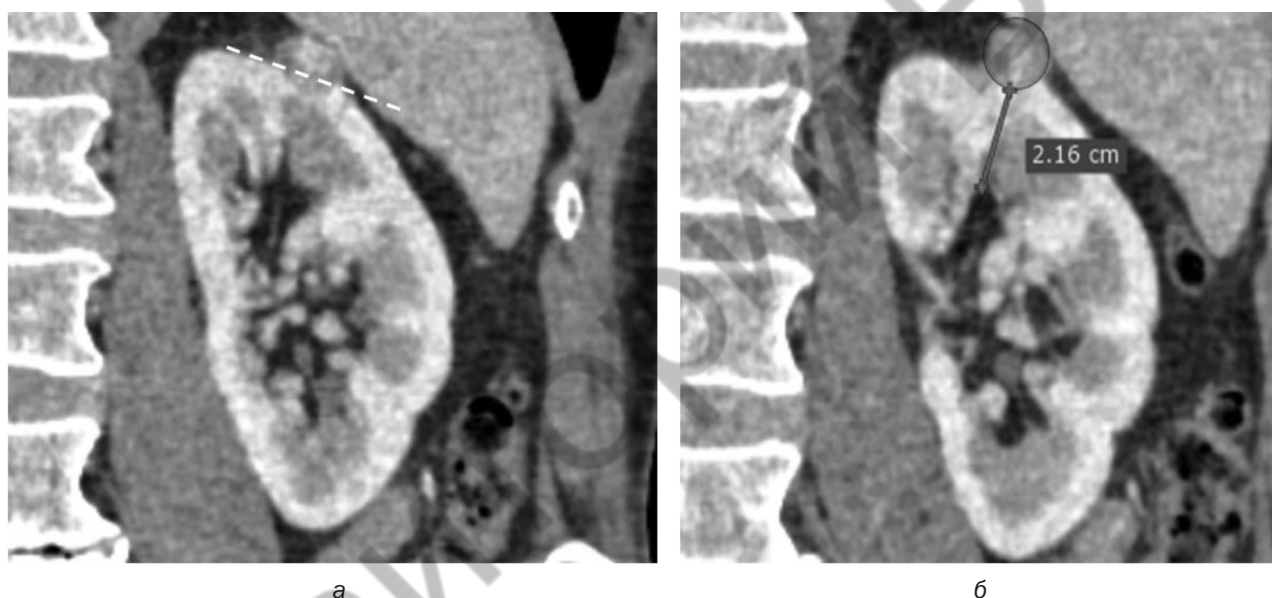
Пациент К., 61 год, история болезни № 17560-715. МСКТ, левой почки. Опухоль не деформирует ЧЛС почки (а – условная граница экстраренального компонента; б – близость к ЧЛС почки)
